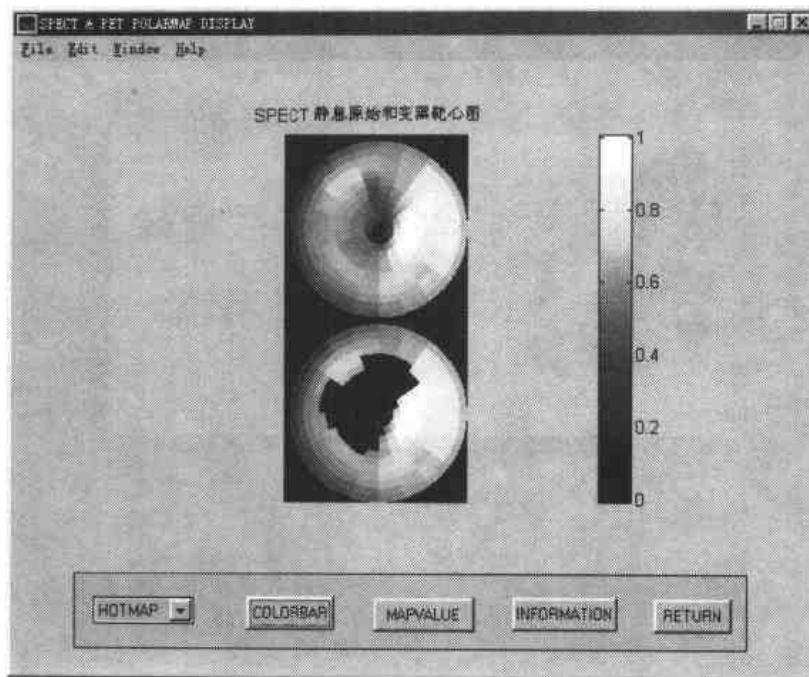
SPECT 心肌灌注靶心图定量分析计算（距离加权）结果。
